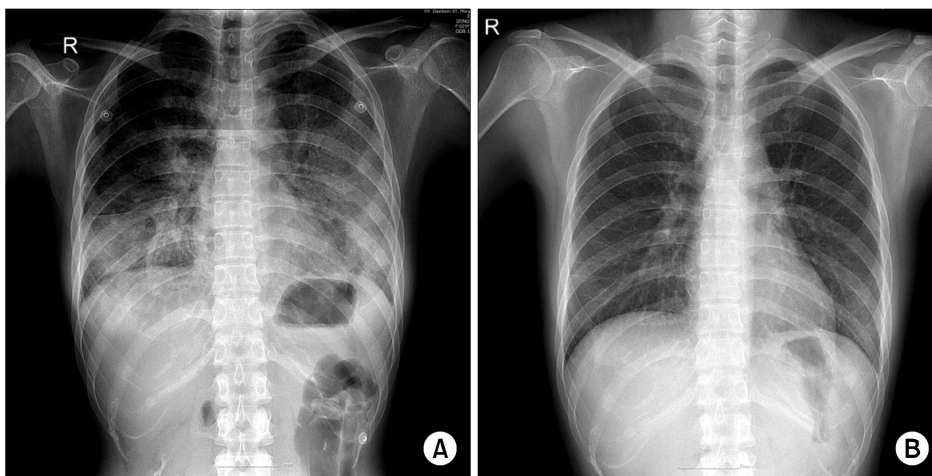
(A) Chest X-ray shows diffuse infiltration and haziness on both lung fields. (B) At 3 days after treatment start, follow up chest X-ray shows resolution of previous infiltration and haziness.
